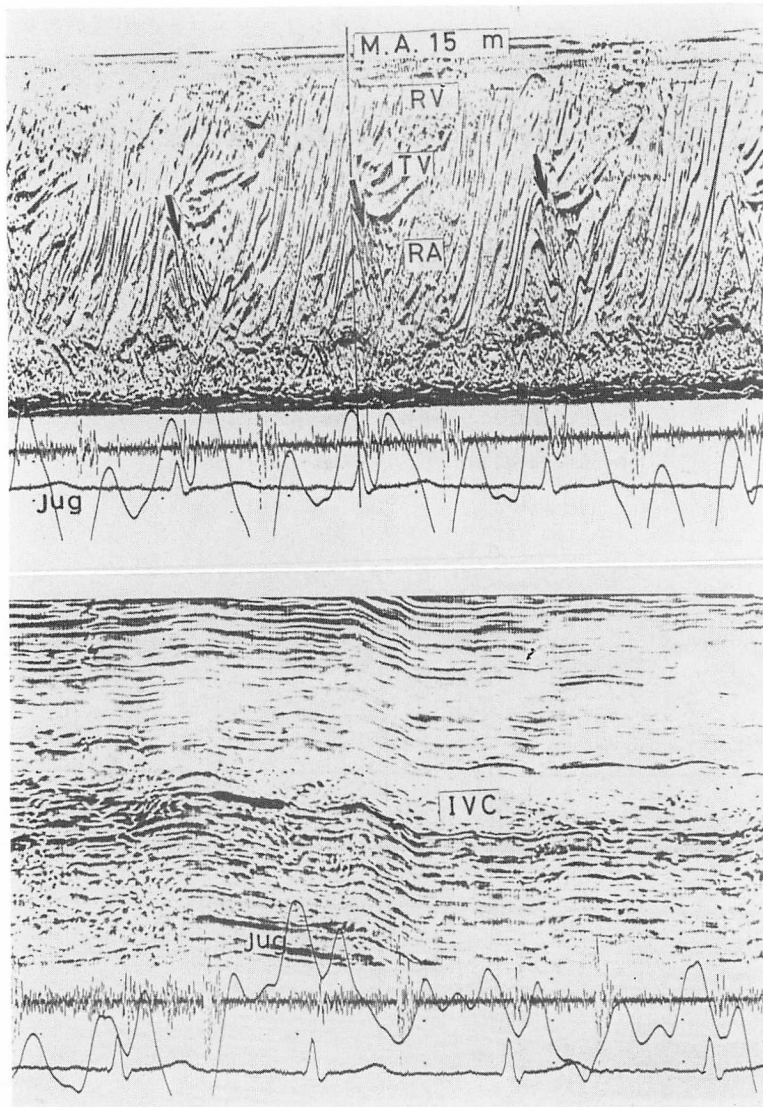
M-mode contrast echocardiograms of Case 18 (normal subject).
